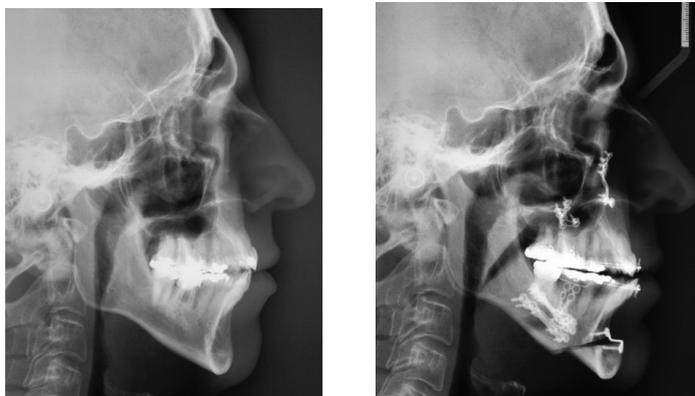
Telerradiografia inicial e final, respectivamente, indicando o aumento nas vias aéreas superiores após a cirurgia.
